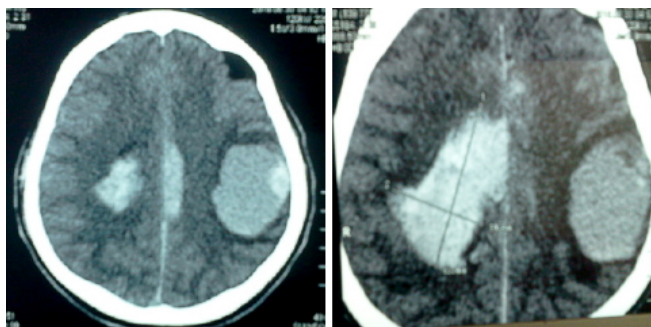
Tomografía axial computada, lesión metastásica cerebral.
